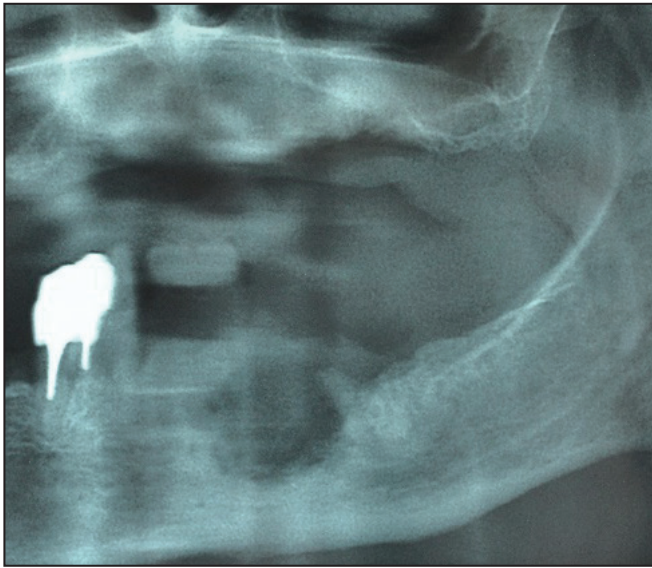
Aspect lacunaire avec plage d'ostéocondensation à l'orthopantomogramme.
